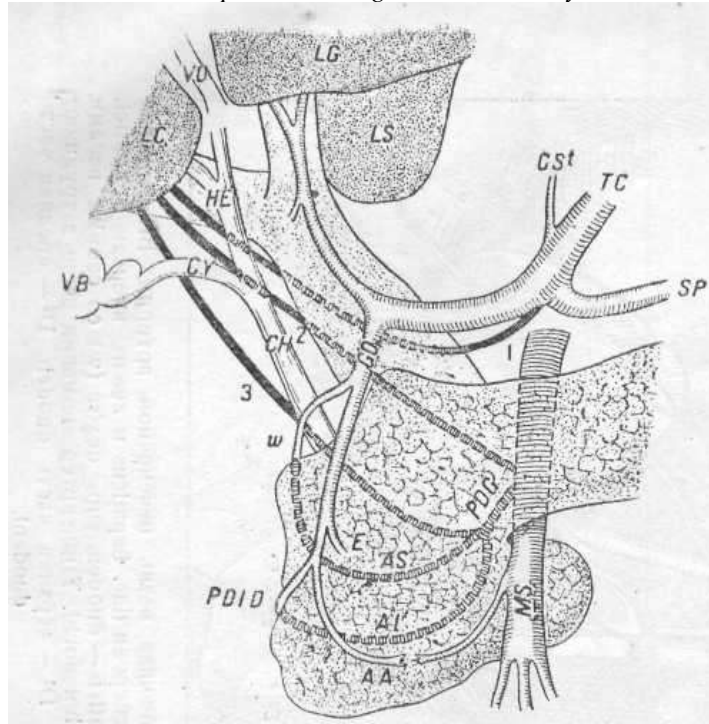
Аномальное начало правой ветви печеночной артерии. TC — солнечная артерия, GD— art. gastro-duodenalis. 1 — правая ветвь печеночной артерии отходит от солнечной артерии; 2 и 3—правая ветвь отходит от брыжеечной артерии. При таких аномалиях правая ветвь перекрещивает на различной высоте желчно-печеночный и даже пузырьный протоки, проходя позади них. HE —d. hepat. CH — d. choled. MS — art. mesent. sup. (Rio-Branco).
